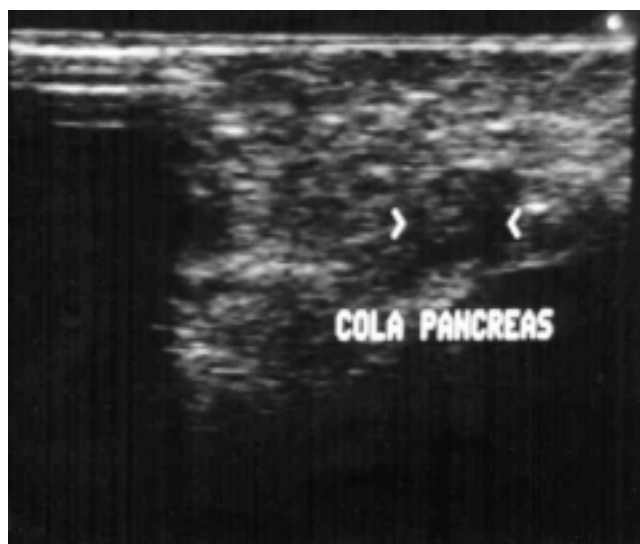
Ultrasonografía transoperatoria que delimita a la lesión tumoral en la cola del páncreas.
